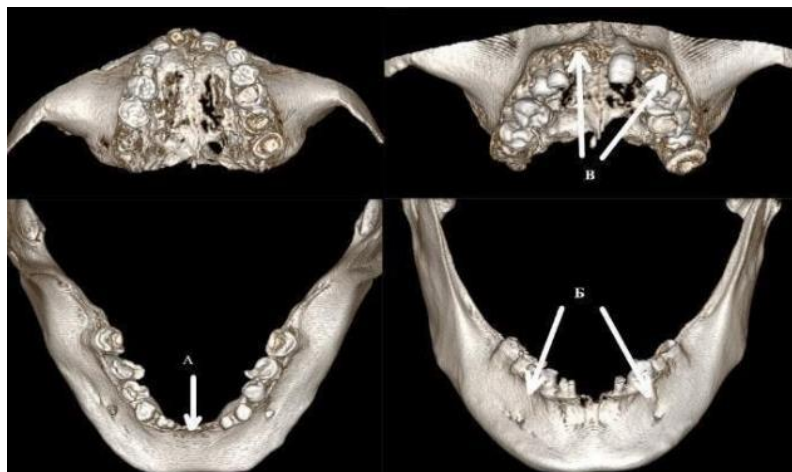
МСКТ пациентки В. до реабилитации: А – степень атрофии нижней челюсти в области зубов 3.1, 4.1; Б, В – гипоплазия альвеолярных гребней в апикальной области.
